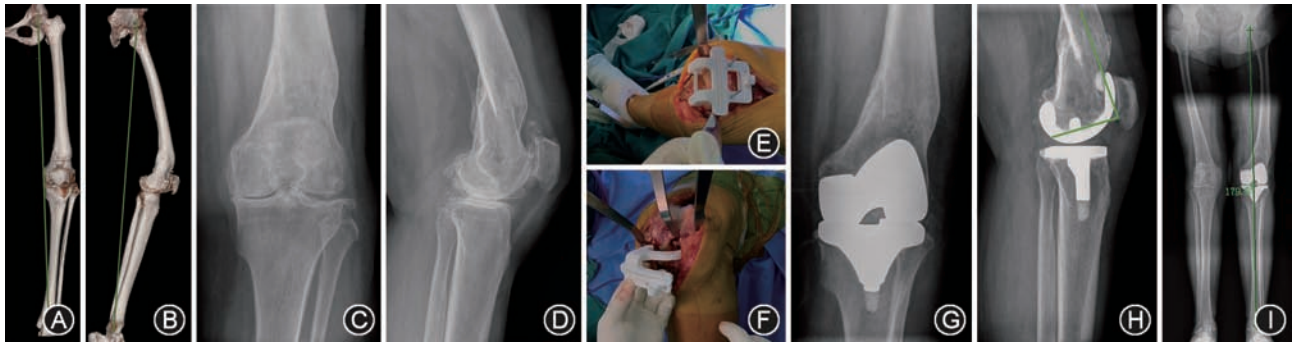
伴股骨侧关节外畸形的膝骨关节炎全膝关节置换术典型病例2 A、B:术前左下肢全长正侧位X线片,下肢机械轴向内侧偏移15°; C、D:术前正侧位X线片测量股骨冠状面畸形16°,矢状面畸形31°;E、F:因股骨远端畸形愈合,术中无法采用髓内定位,借助3D打印截骨导板完成股骨远端及胫骨近端截骨;G、H:术后1周正侧位X线片;I:术后27个月下肢全长片示机械轴角度为0.5°,膝关节活动度0°~110°,美国特种外科医院膝关节评分(HSS)由术前50分提高至80分
